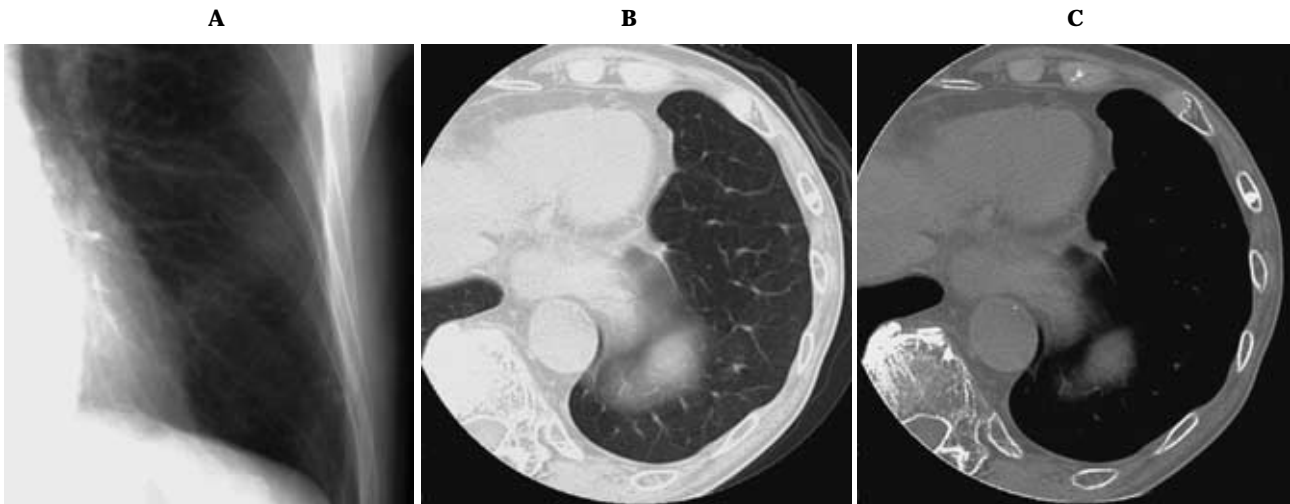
Bone island of the rib: CR (A) shows a nodule in the left lower lung. Its density is high and the margin is clear. On CT (B, C) the nodule is located within the left rib.
